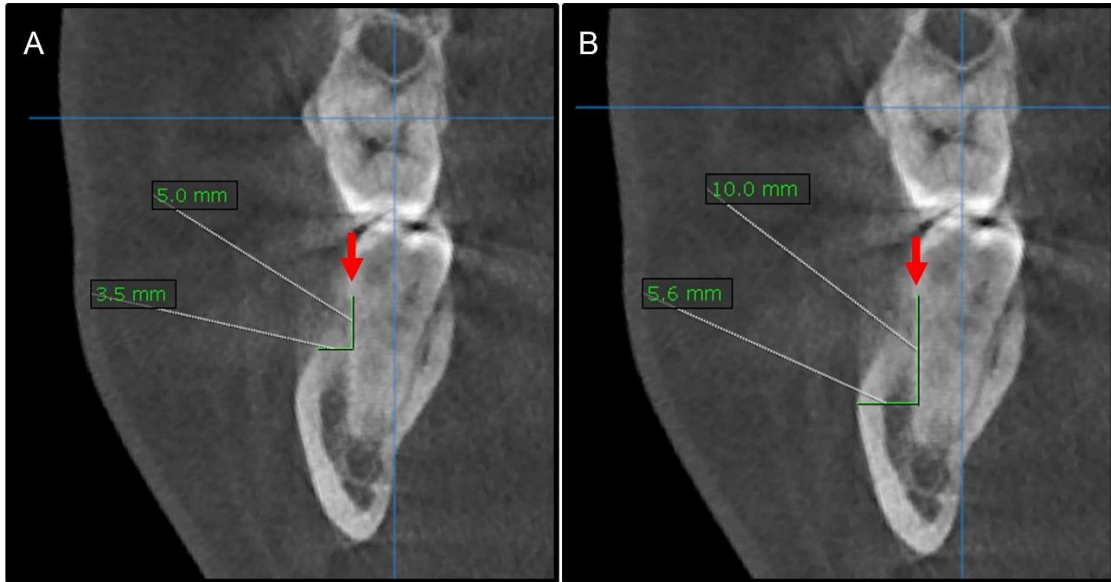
Vista coronal de CBCT. A Grosor a 5mm. B. Grosor a 10mm. Medidas indicadas por las flechas rojas (línea vertical), tomando como referencia la UCA.
